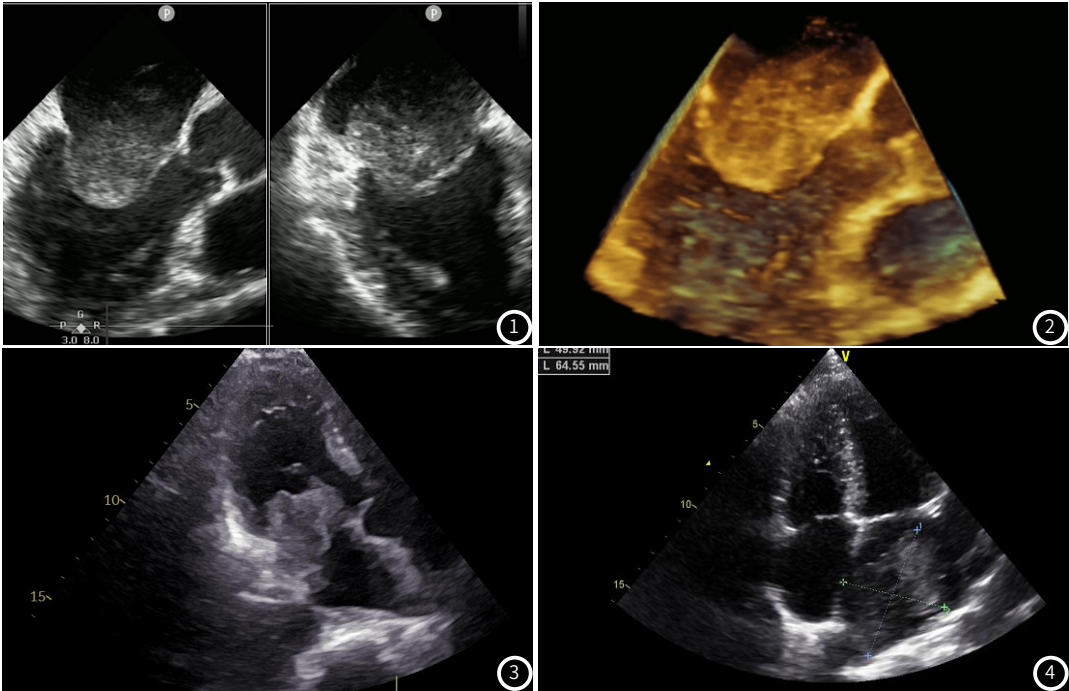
病例1: 超声心动图显示左房内等回声团，附着于二尖瓣前叶根部。图2 病例2: 二维及三维经食管超声心动图显示左房内一偏低回声团，紧贴二尖瓣前叶，表面光滑，形态规则。图3 病例3: 超声心动图显示左房内一偏低回声团块，累及二尖瓣。图4 病例4: 超声心动图显示左房内不均质低回声，累及右肺静脉，内可见液性暗区。
